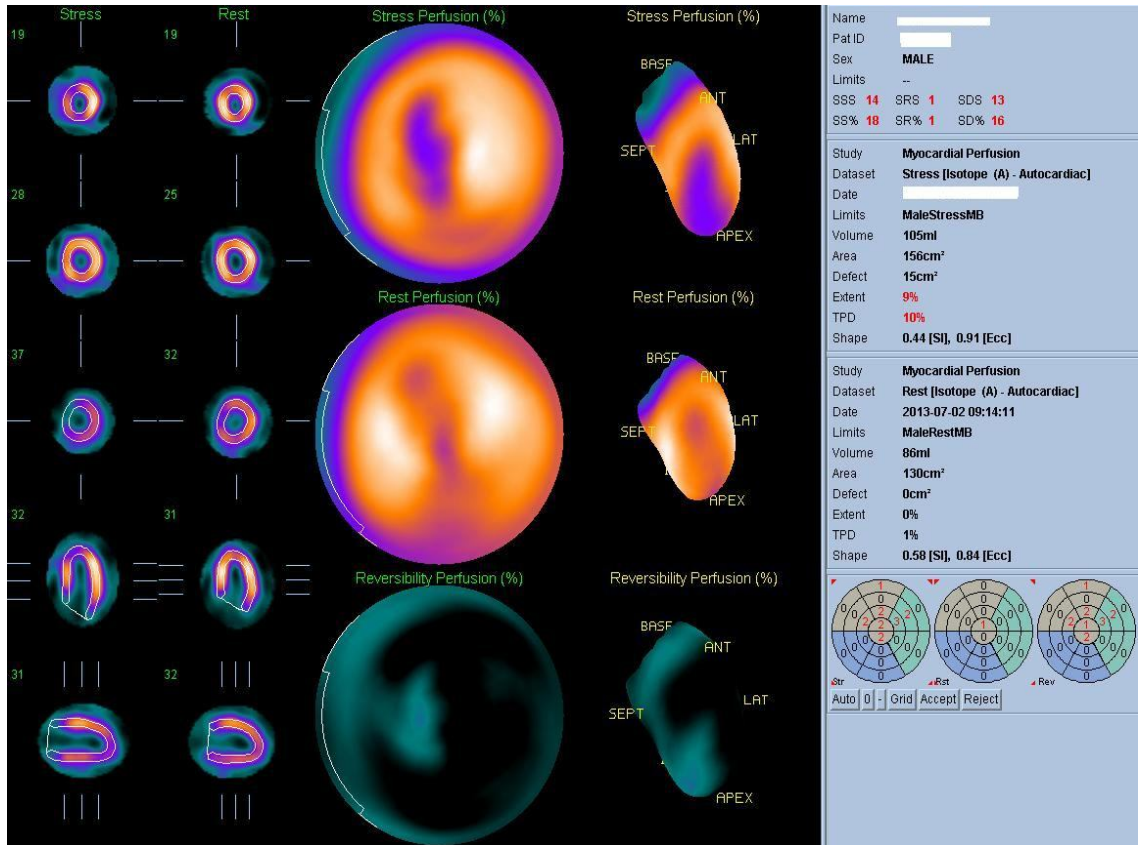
Atipik göğüs ağrısı ve efor kısıtlılığı ile gelen 59 yaşında erkek hastanın MPS görüntüsü. 26 yıllık diyabet tanısı olan hastanın daha önceden koroner anjiyografi tetkiki yoktu. Stres görüntülerinde apekte ve anteroseptal bölgede apikalden midventriküle uzanan alanlarda belirgin perfüzyon azlığı dikkati çekmektedir. İstirahat görüntülerinde sol ventrikülün perfüzyonu normale yakın izlenmiştir. Stres görüntülerinde sol ventrikül kavitesinin daha dilate görünümde olması dikkat çekmektedir. Anjiyografide LAD lezyonu saptanmıştır.
